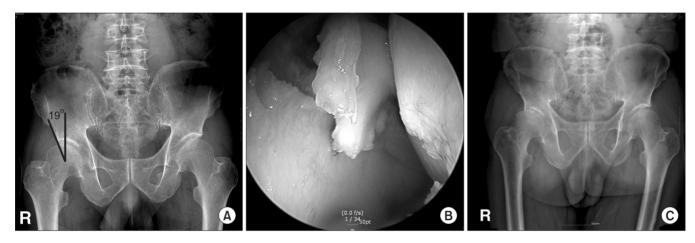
A 63-year-old male with hip dysplasia underwent arthroscopic debridement of torn labrum of right hip. Osteoarthritis developed rapidly 6 months after surgery and he underwent total hip arthroplasty. (A) Preoperative pelvis anteroposterior (AP) radiograph. (B) Intraoperative finding of torn labrum. (C) Pelvis AP radiograph 6 months after surgery.
